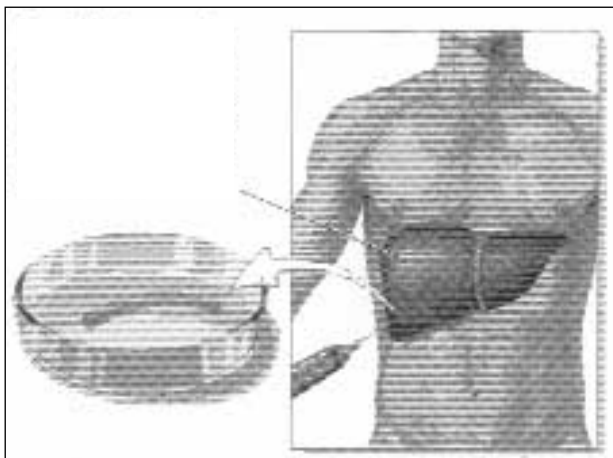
La biopsia epatica percutanea consiste nel prelievo di un frustolo parenchimale mediante un ago da biopsia o tru-cut e che, nel caso di lesioni focali, si avvale generalmente di guida ecografica.
